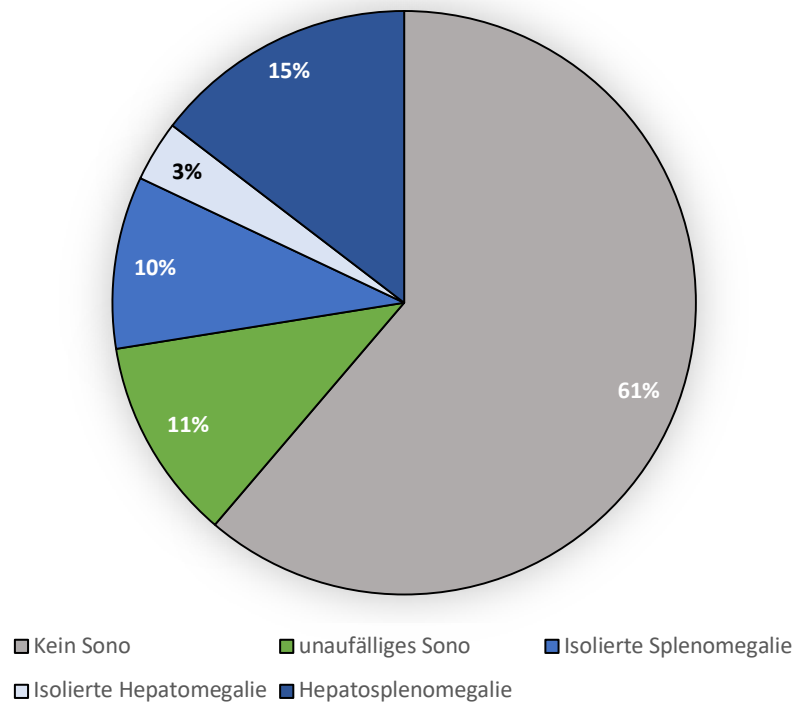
Sonografische Befunde. $n = 178$
